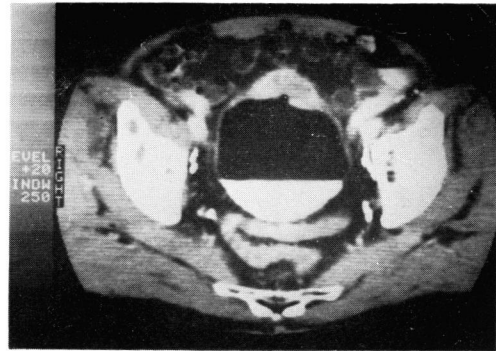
CT scan after pre-operative chemotherapy
